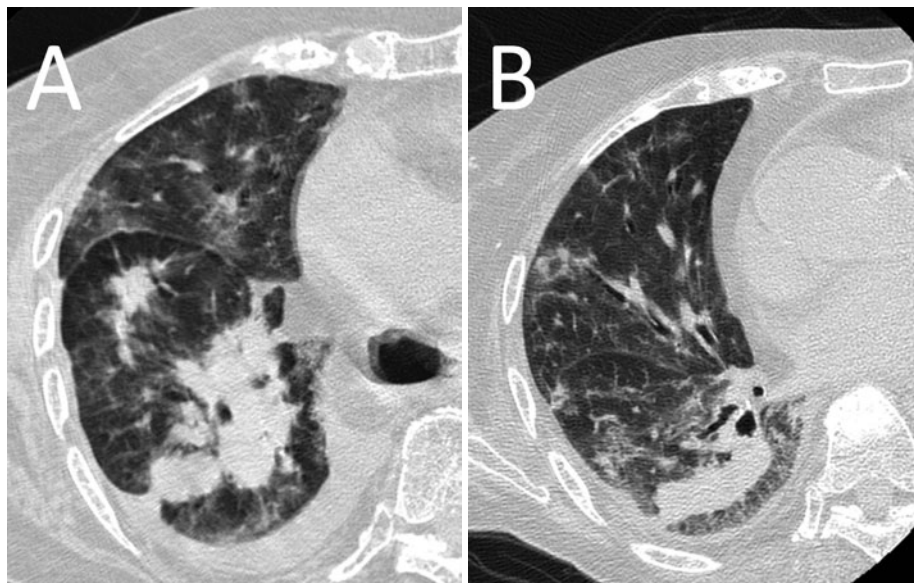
(A) Chest CT on admission revealed pan-lobular ground-glass opacities (GGO) symmetrically and predominantly distributed in the upper lung field and inside portion of the lung. A mass lesion with a pleural tag is seen in the right lower lobe. (B) Three weeks after treatment, including the cessation of tocilizumab and methotrexate, diffuse GGO on the chest CT improved. However, the confluent nodules in the right lower lobe remained unchanged.
